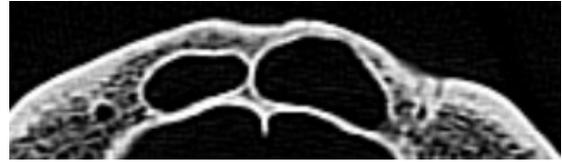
CT von Zaandam 10. Oberflächliche, seichte Kavität in der Tabula externa. Axiale Ebene.
